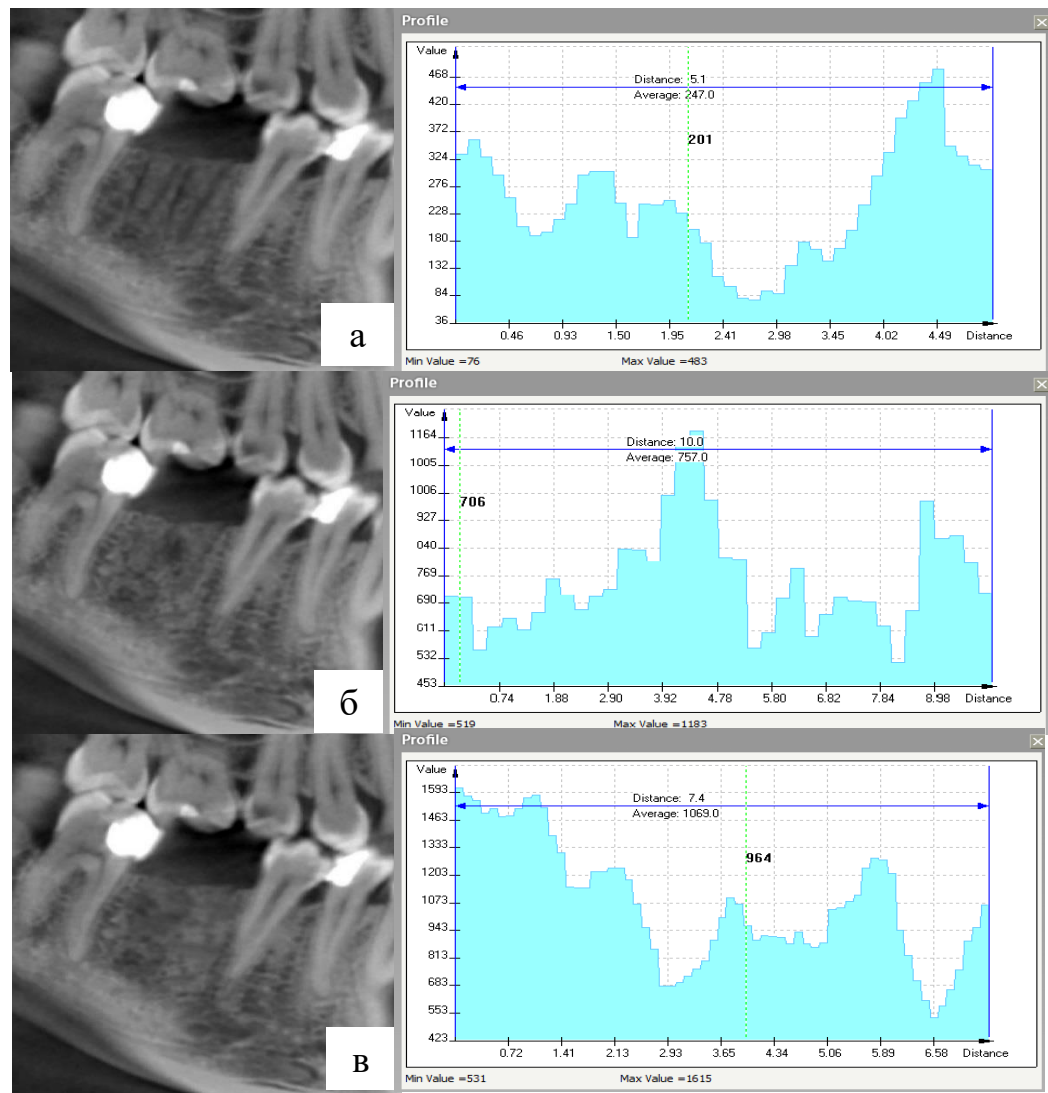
КТ-зображення зрізу лунки зуба 4.6 у різні терміни спостереження з визначенням денситометричних показників; а – КТ кістки відразу після заповнення лунки «Біопласт-Дент»; б – КТ через 6 місяців; в – КТ через 12 місяців.
